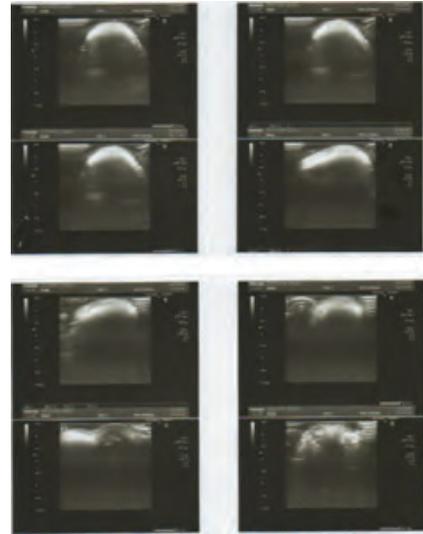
Ecografía de tejidos blandos que evidencia alojenosis iatrogénica en la punta nasal, con extensión a cartílagos alares. Este hallazgo es compatible con la presencia de silicona en aceite y cambios de dermatopatía secundaria. Tomada directamente del paciente por los autores.
